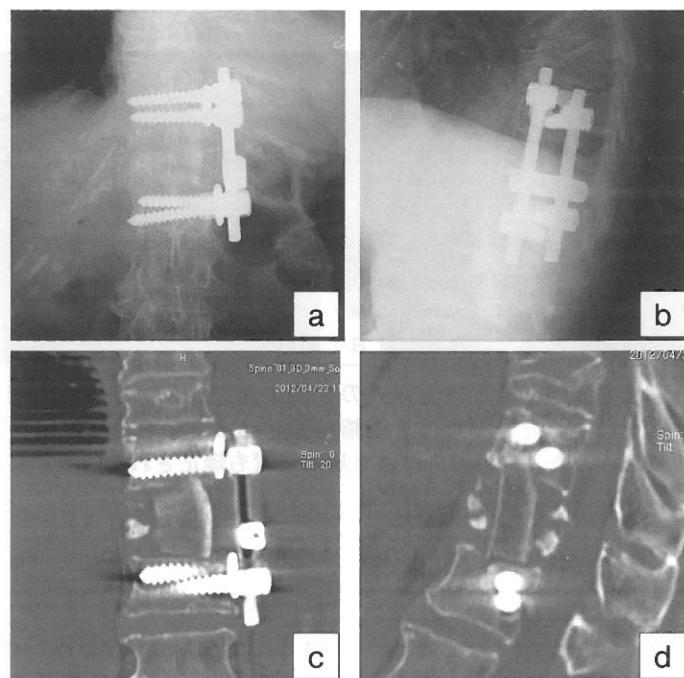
図8の症例の前方固定（自家腸骨移植）術後の単純X線正面像(a), 側面像(b), 単純CT冠状断像(c), 矢状断像(d)：骨折椎体を亜全摘した後に自家腸骨を椎体間に移植し, instrumentを併用して固定した。
